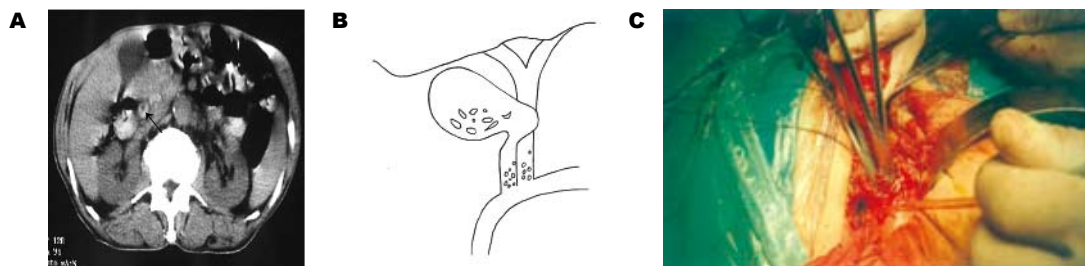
胆囊管肝总管并行伴结石。A: 术前CT片可见双结石影; B: 术中所见; C: 钳子示胆囊管肝总管并行。
